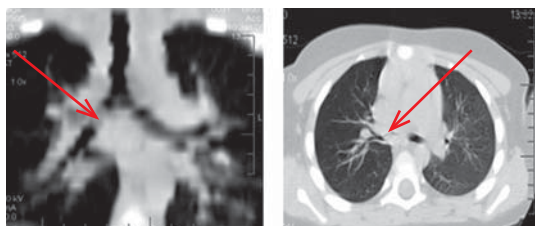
Пациент В., 3 года, с инородным телом правого главного бронха: МСК-томограмма (фронтальный и сагиттальный срезы: ИТ показано стрелкой)
